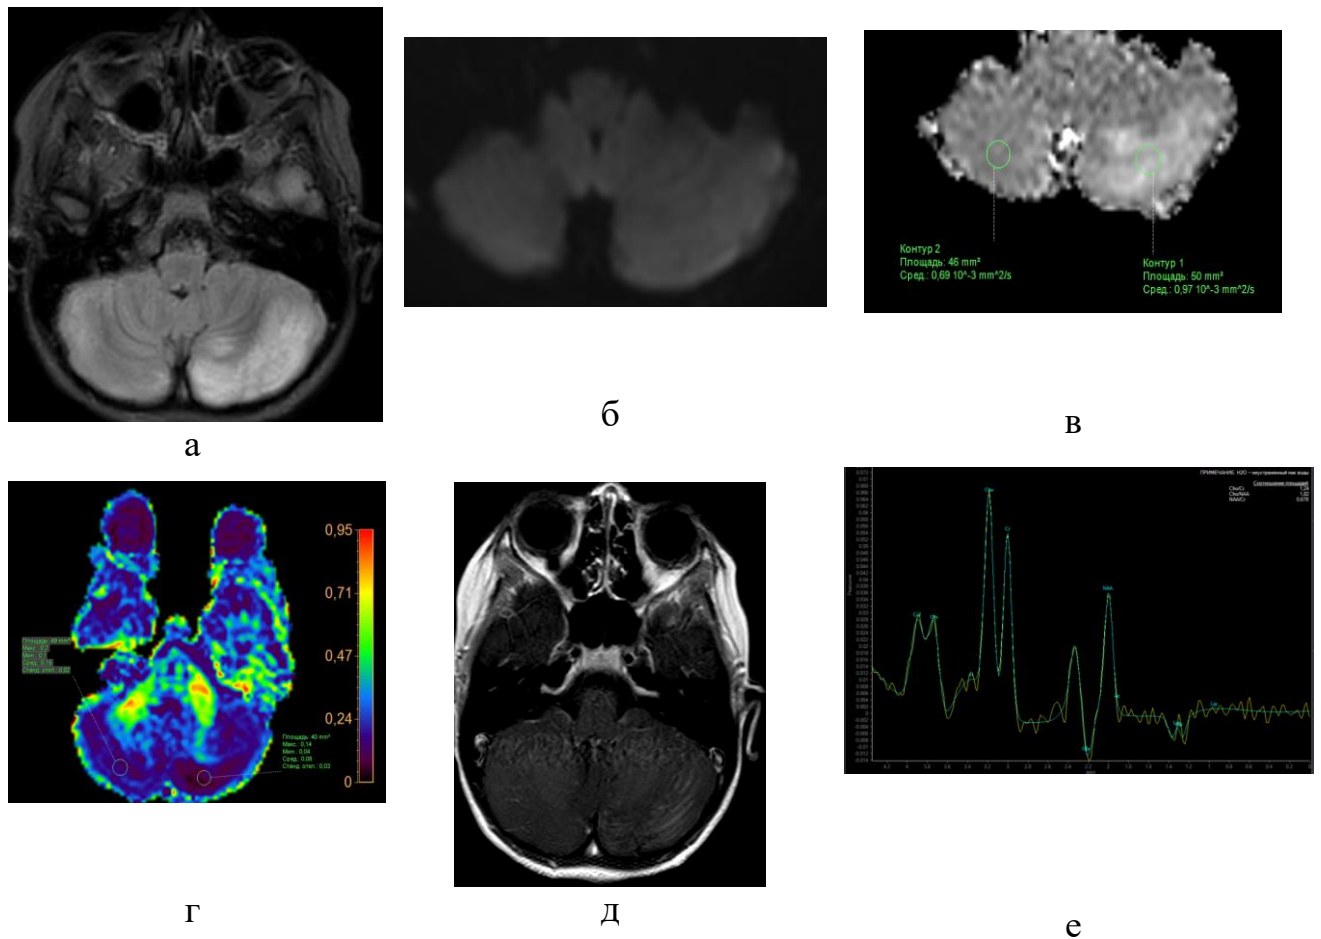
Клинический пример, Г-на И.Д., возраст 17 лет. Диагноз: энцефалит, вызванный вирусом VZV (№ и/б 300695/2020): а – FLAIR; б – ДВИ 1000 с/мм²; в – карта ИКД; г – ДТИ, карта ФА; д – T1-ВИ+С; е – МРС. Поражение корково-субкортикальных отделов преимущественно левой гемисферы мозжечка, с вазогенным отёком, где снижена ФА до 0,08 (контрлатерально справа 0,15). Повышение пика Cho, невыраженный отрицательный пик лактата
